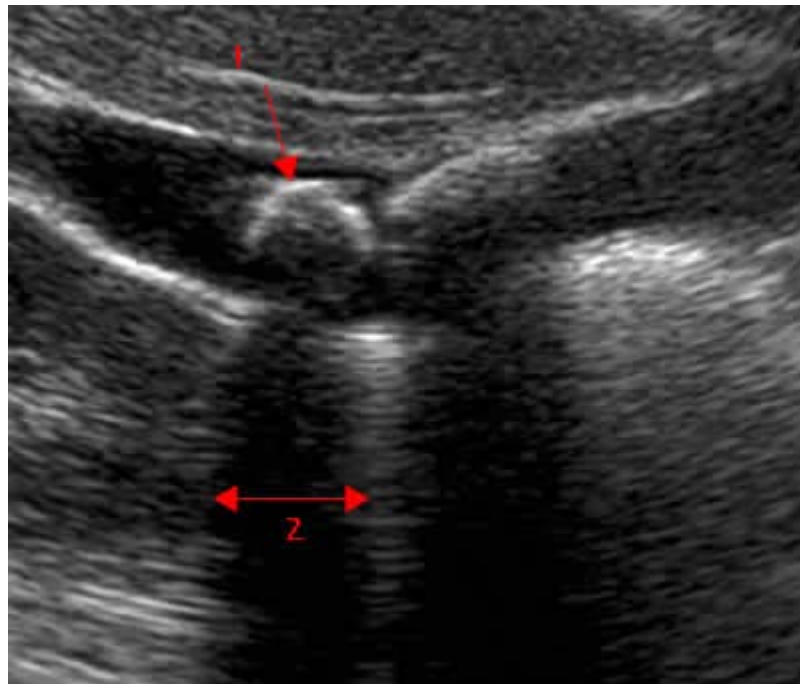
Aspect des calculs vésiculaires à l'échographie: l'arc hyperéchogène (1) avec le cône d'ombre (2).
